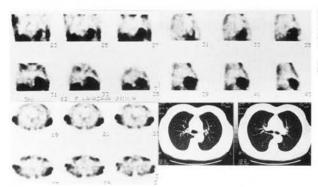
重症筋無力症 (osserman IIB) ,胸腺過形成。62歳女性。X-CTでは異常は認められない。T1-201 SPECTは前縦隔に異常集積を示している。胸腺は過形成で胸腺腫は認められなかった。
